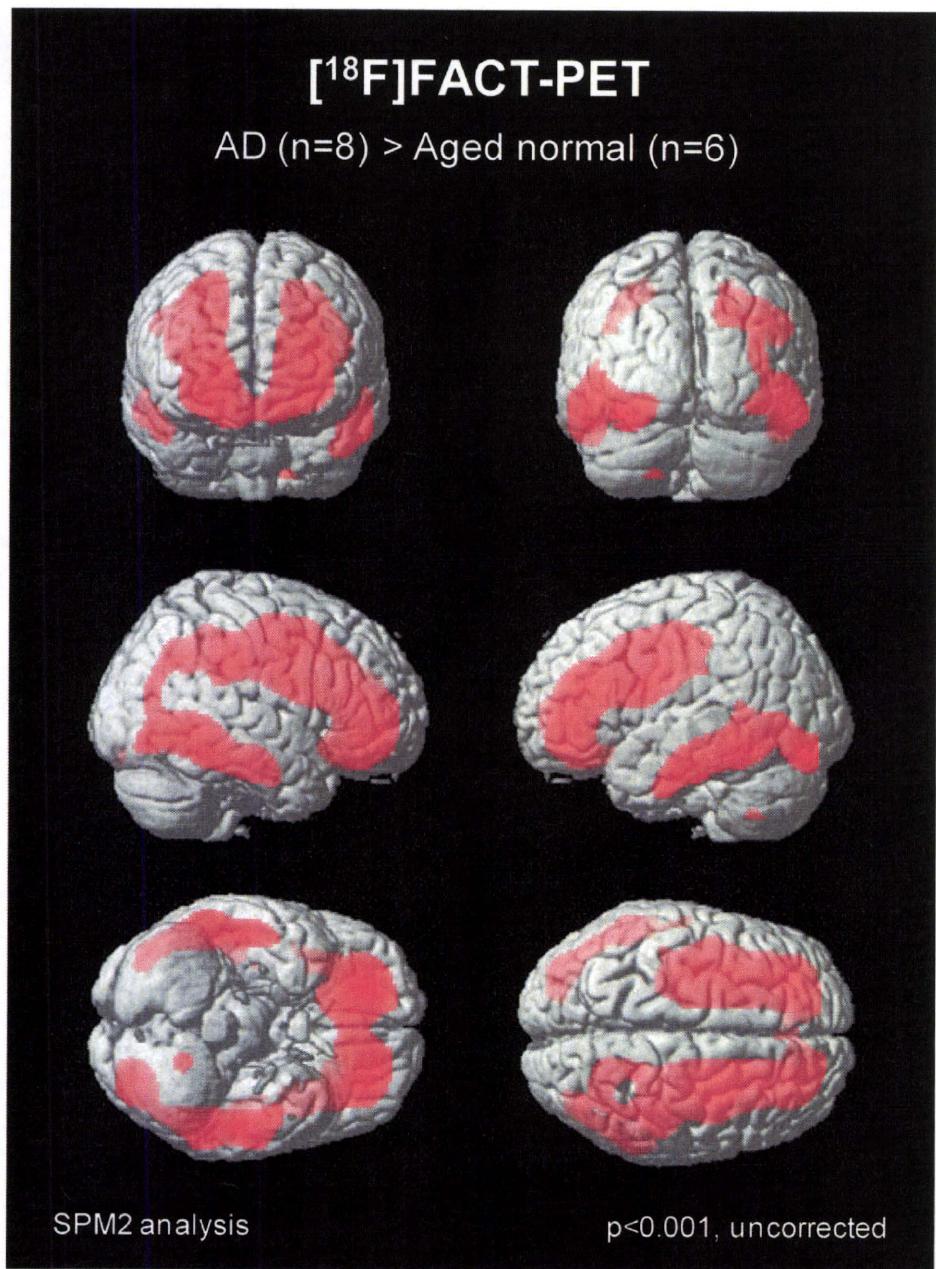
[¹⁸F]FACT PET 画像の SPM 解析
